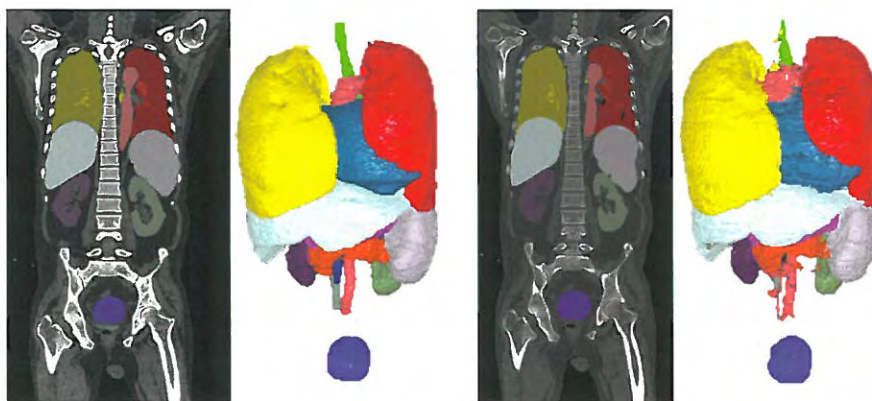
3次元CT画像における2次元全量み込みネットワークと3次元投票によるセグメンテーションの例⁸⁾
